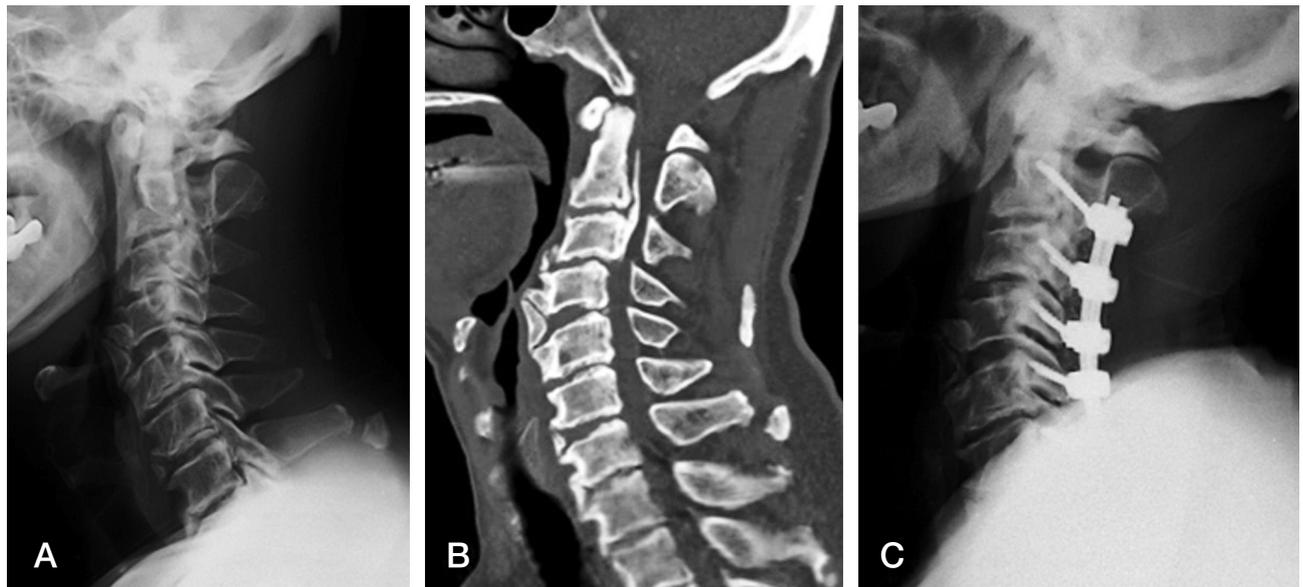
71-year-old man with multilevel spondylosis. (A, B) Preoperative lateral radiogram and sagittal reconstruction CT scan show some loss of lordosis and a posterior continuous configuration at the vertebral bodies of C3-5. (C) Postoperative lateral radiogram after posterior decompression with posterior fusion.
